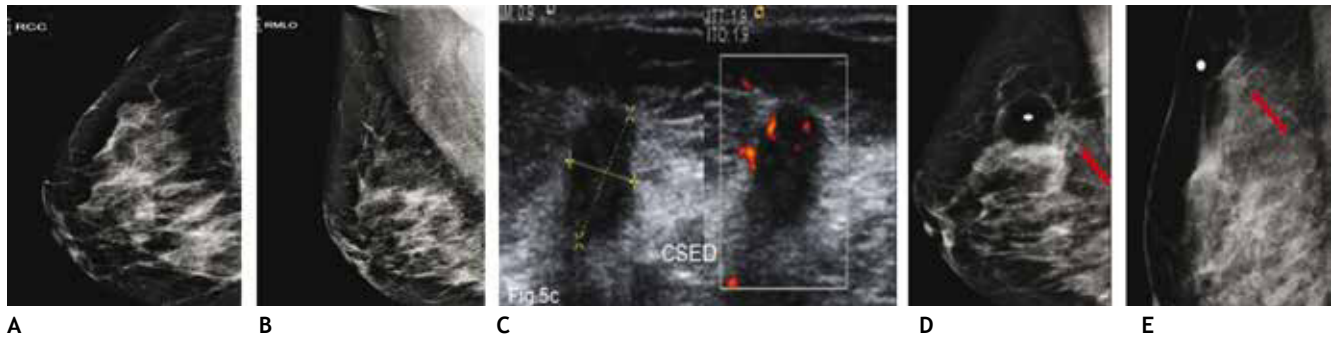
A) y B) Paciente de 50 años, asintomática. Tejido heterogéneamente denso, se recomienda ultrasonido. C) Tumoración hipocóica, microlobulada y vascularizada CSED. D) y E) Proyecciones complementarias con marcas en piel, tumoración espiculada (flechas), BIRADS 5: cáncer ductal infiltrante.
